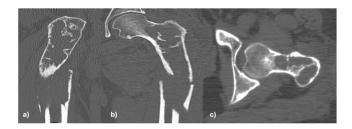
Imágenes de Tomografía computada en corte sagital (a), coronal (b) y axial (c), en donde se caracterizan lesiones de tipo lítico descritas, visualizando su carácter expansivo, adelgazamiento de la cortical ósea y pérdida de la continuidad de la cortical en múltiples sitios.
